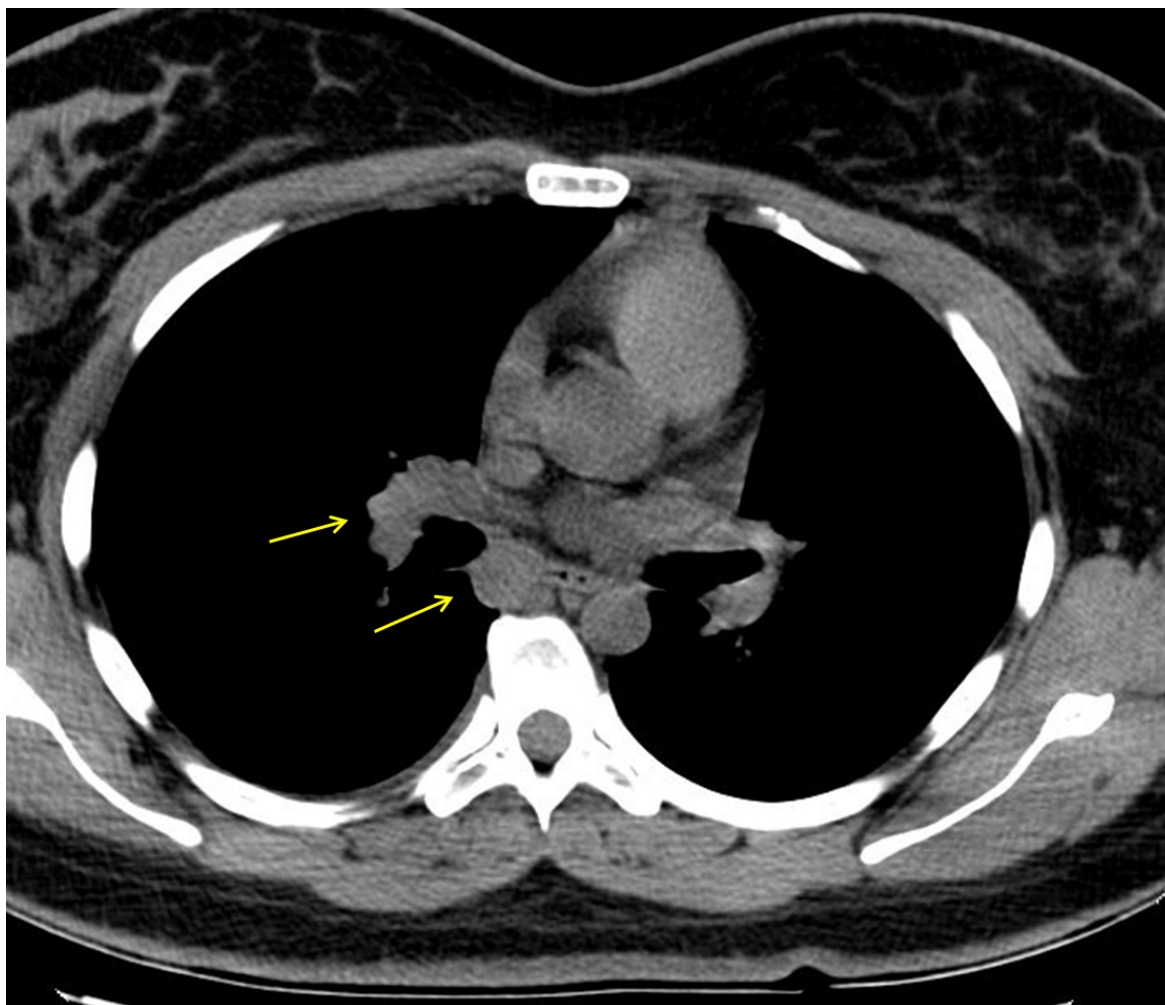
Reformatação axial de tomografia computadorizada de tórax sem contraste endovenoso evidenciando linfonodomegalias nas cadeias subcarinal e paraesofágica.
